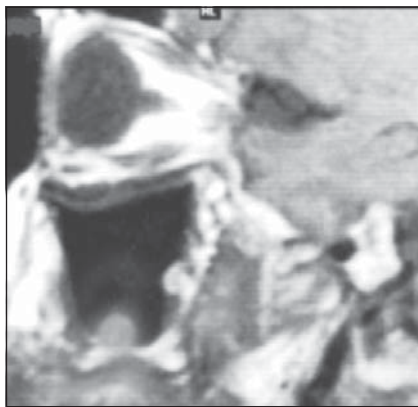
Та сама хвора. МРТ — сагітальна площина, Т-1 зображення. Кіста в лівій верхньощелепній пазусі
